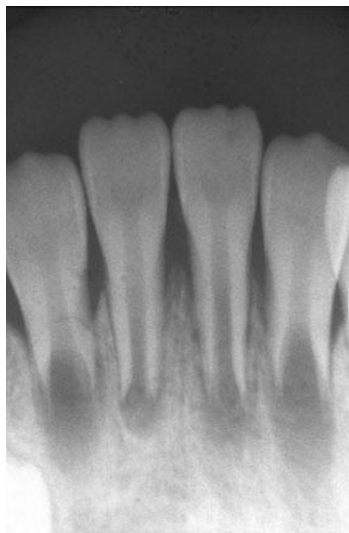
Radiografia da primeira consulta. Os incisivos apresentavam-se com desenvolvimento radicular incompleto. O ligamento periodontal do incisivo central esquerdo apresentava-se com espessamento (Iwaya e tal, 2011)
